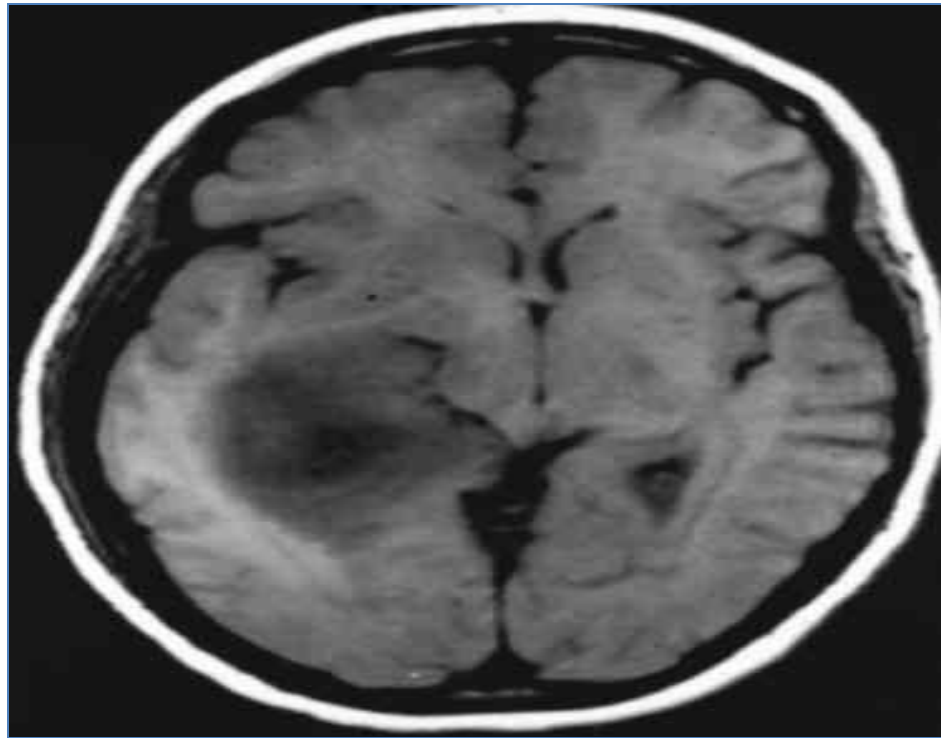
Image TDM d'un gliome intracrânien (Monjour A rt al.,1999)
